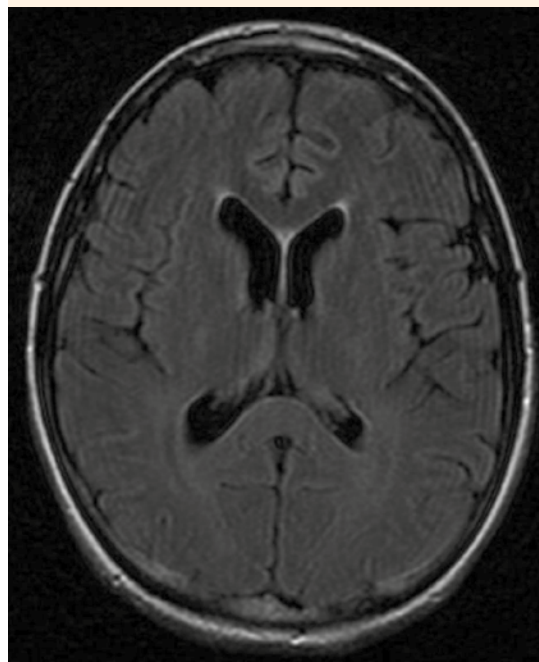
Resonancia magnética nuclear craneal normal (corte axial).
